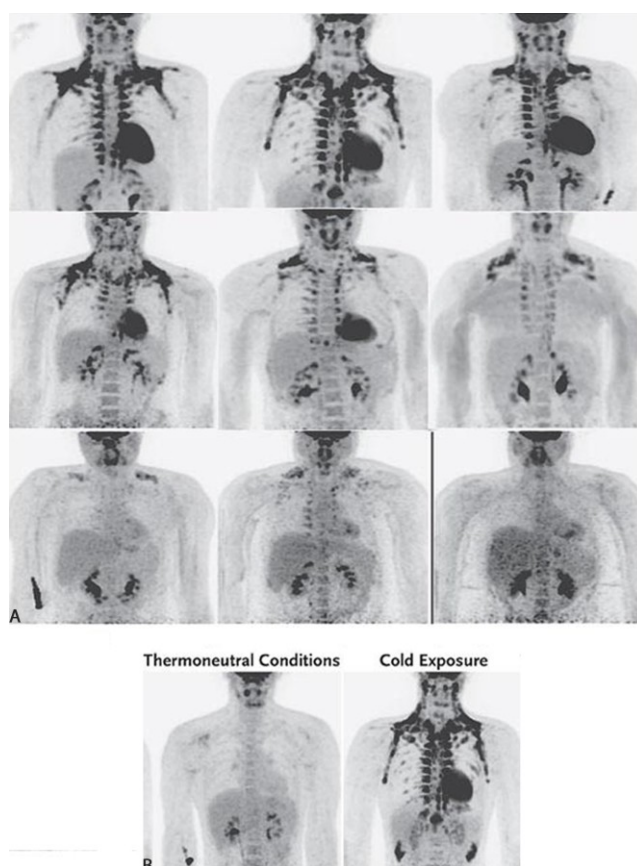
A. Risultati della PET-CT in 9 soggetti mostrano l'assorbimento fisiologico del ^{18}F -FDG nel BAT dell'uomo. Le immagini della riga superiore sono di soggetti magri con i più alti livelli di attività del tessuto adiposo Bruno, le immagini della fila centrale sono di soggetti magri con livelli medi di attività, e le immagini nella riga inferiore sono di soggetti obesi o in sovrappeso con bassi livelli di attività. La regione sovraclaveare risulta avere la maggior quantità di tessuto adiposo bruno. B. Scansione PET-CT con ^{18}F -FDG in un soggetto magro prima e dopo l'esposizione al freddo.
